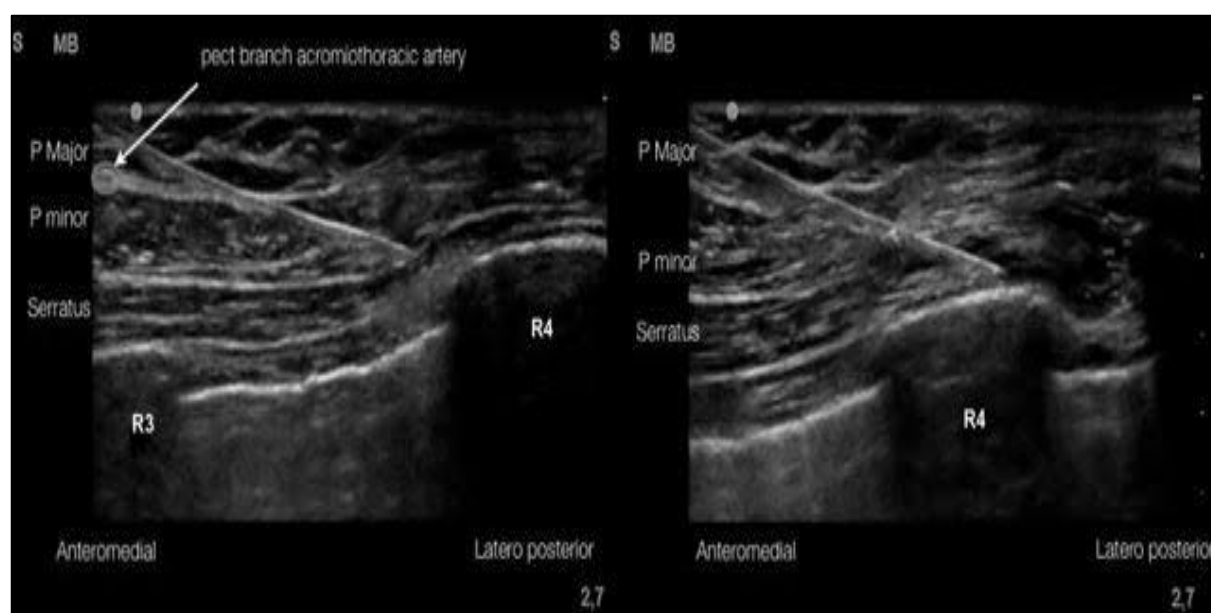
Image échographique du bloc Pecs 2 montrant la 2ème injection de l'anesthésie locale entre le petit pectoral et le serratus antérieur.
